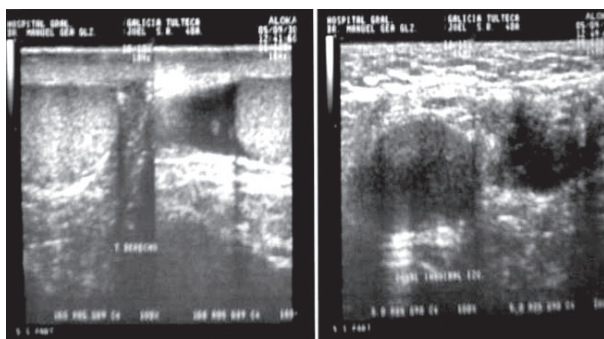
Ultrasonido testicular en el que se aprecia tumoración aparentemente independiente del testículo izquierdo y dependiente del cordón espermático.
